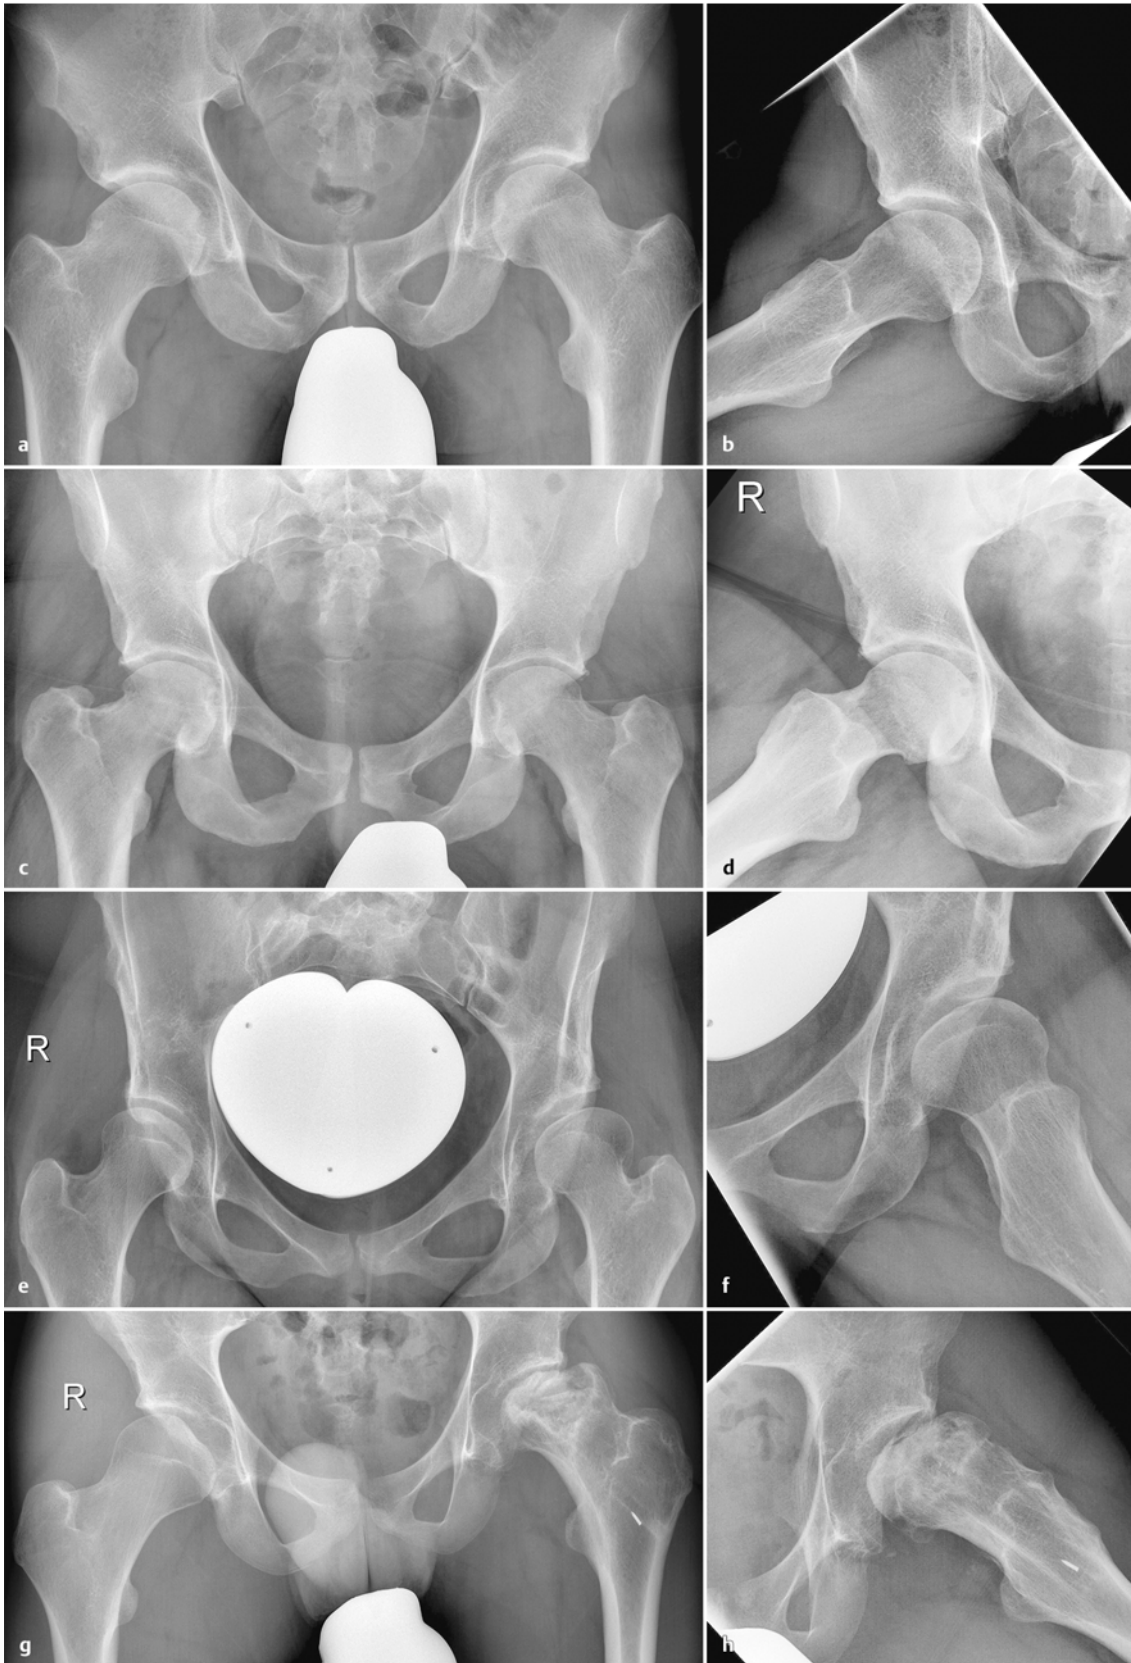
Typische Röntgenbilder von Hüfterkrankungen, die als wichtige Risikofaktoren einer Koxarthrose gelten. a, b Cam-Deformität. c, d Pincer-Deformität. e, f Hüftdysplasie. g, h Avaskuläre Hüftkopfnekrose.
